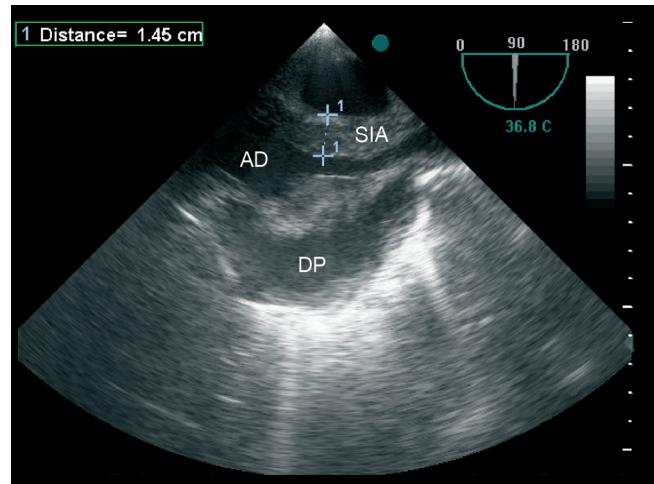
Imagem de ecocardiograma transesofágico: espessamento acentuado do septo interauricular e aurícula direita. AE: aurícula esquerda; SIA: septo interauricular; AD: aurícula direita; VD: ventrículo direito; DP: derrame pericárdico.
